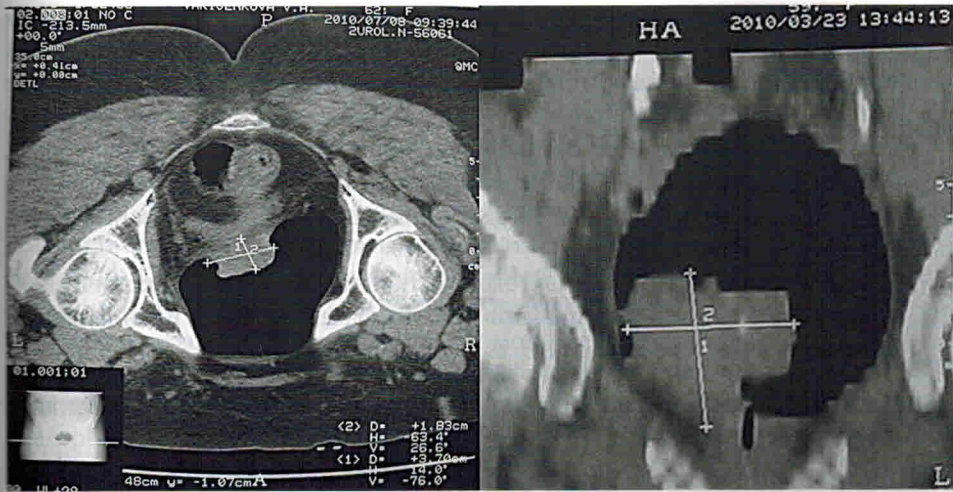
Компьютерная томография малого таза. Опухоль мочевого пузыря
